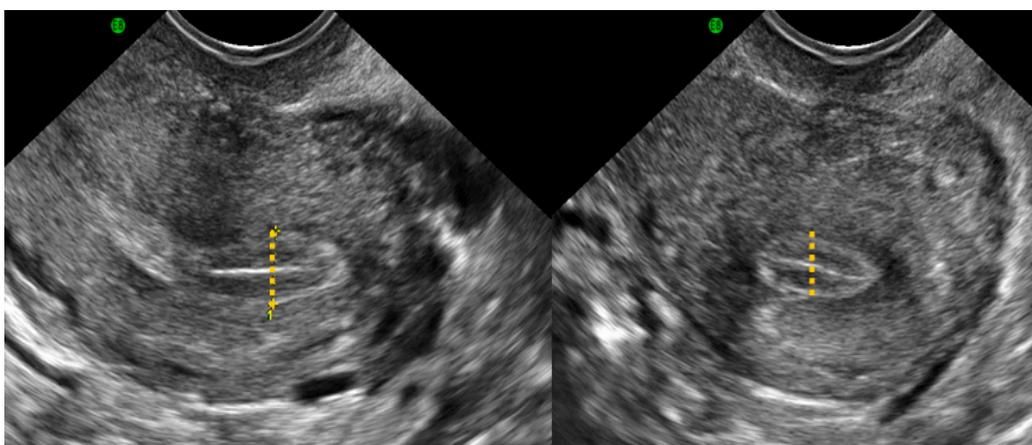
Medidas de espesor endometrial mediante ecografía transvaginal 2D utilizando corte longitudinal uterino (izquierda) y corte transversal uterino (derecha).
